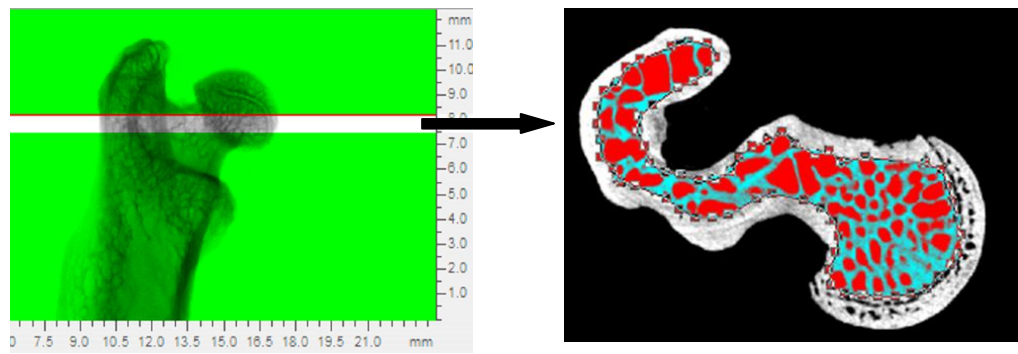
Microtomografia Óssea. À esquerda, região de interesse da imagem obtida na microtomografia óssea (270 fatias abaixo da primeira imagem óssea), à direita região de interesse manualmente interpolada do osso trabecular.
